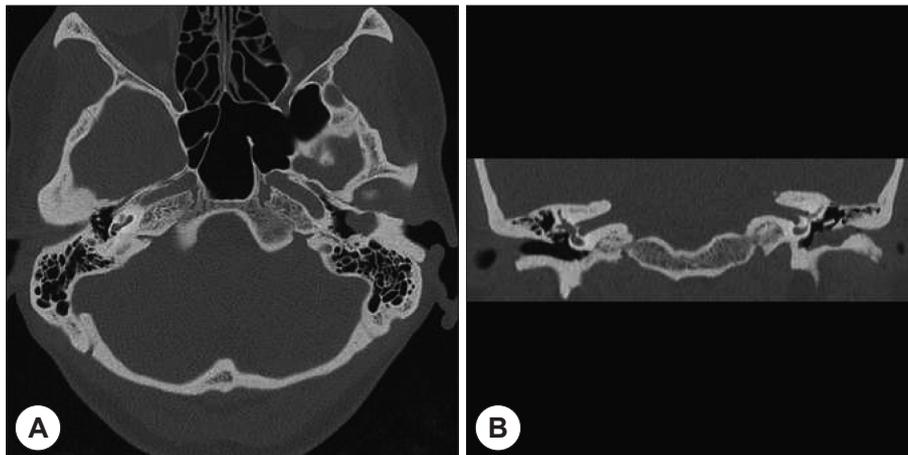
Temporal computed tomographic scan. A : Image shows bony mass occluding external auditory canal. B : Image shows soft tissue density that destroyed the inferior wall of temporal bone, indicating external auditory cholesteatoma.
